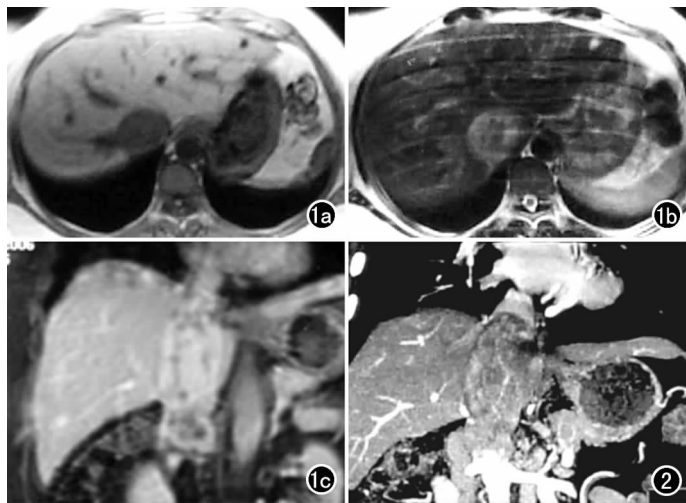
肿块位于下腔静脉内及右肾上腺区, $T_1$  WI 上呈低信号, $T_2$  WI 上呈等高混杂信号。a) 横轴面近第二肝门处  $T_1$  WI; b) 横轴面  $T_2$  WI; c) 冠状面增强像。图2 多层螺旋 CT 血管成像。静脉期像。
